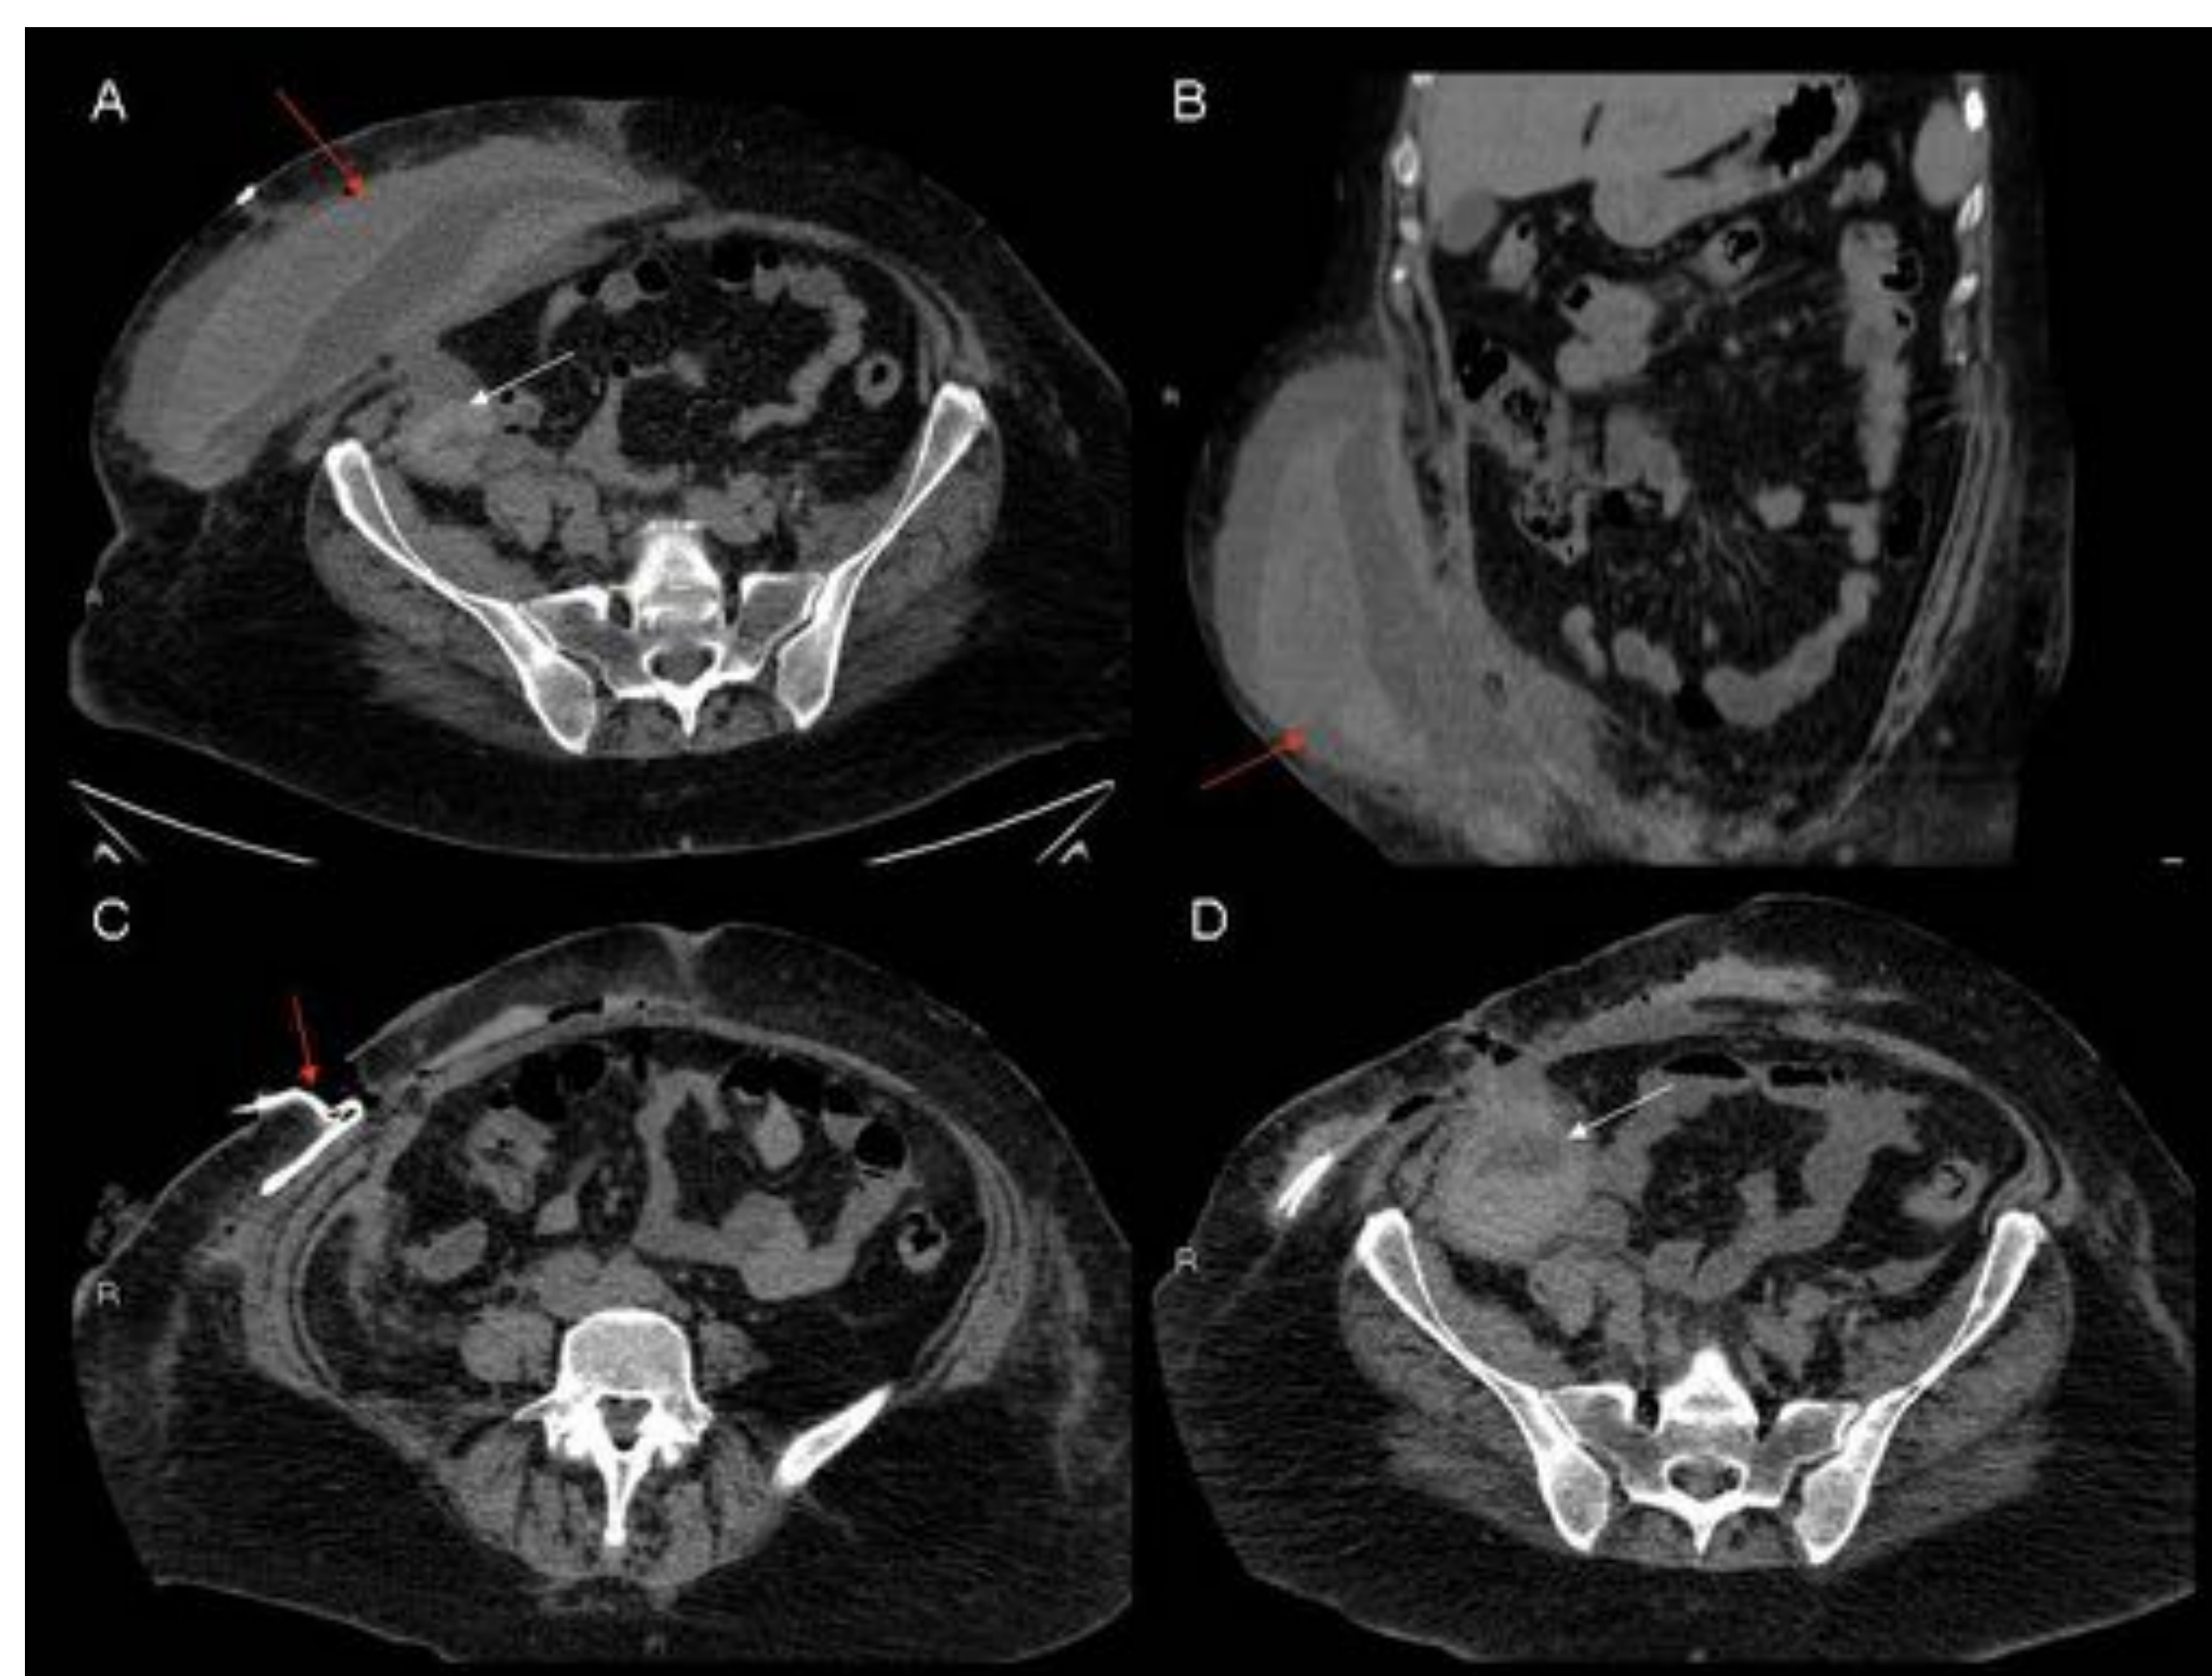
TC sin contraste que muestra un voluminoso hematoma de pared (imágenes A y B, flechas rojas) postrasplantectomía, que requirió drenaje (imagen C, flecha roja). Las flechas blancas (imágenes A y D) señalan hematoma en lecho quirúrgico.
